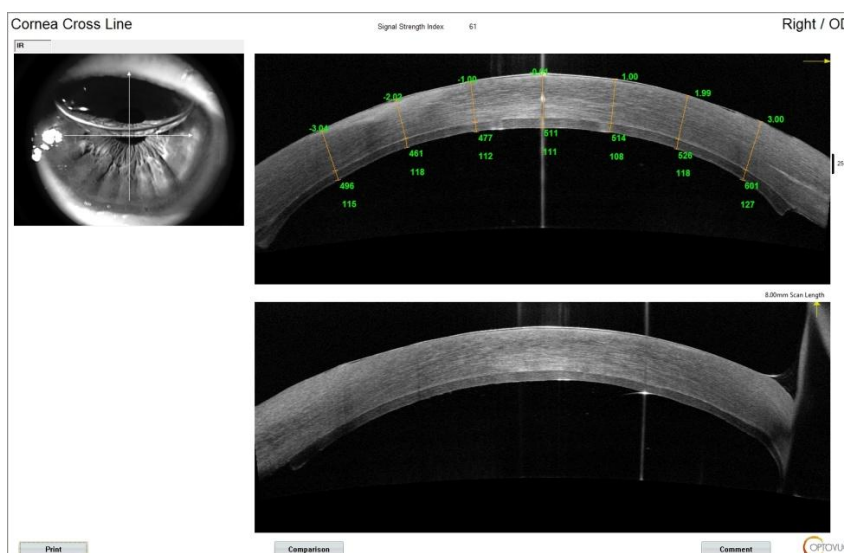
Оптическая когерентная томография глаза пациента А., 77 лет. Первый день после операции ФЛ-ЗПК. Воздух в передней камере, полное прилегание трансплантата, равномерная толщина выкроенного трансплантата, толщина трансплантата в центре 111 мкм
